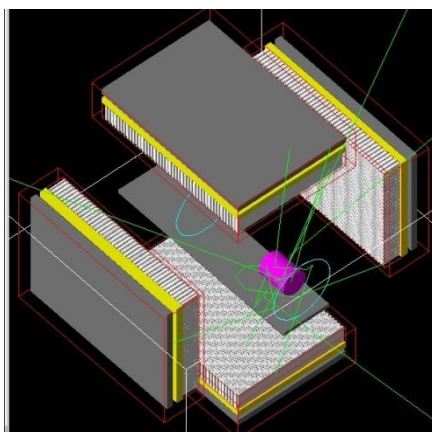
Um sistema SPECThead com 4 detectores. Imagem adaptada de OpenCollaboration (191). A geometria da marquesa é simulada com 0,6 cm de espessura, com 8 cm de largura e com 34 cm de comprimento. Durante a aquisição, a mesa move-se com o fantôma a uma velocidade de 0,04 cm/segundo (na direcção do eixo dos *zz*).
